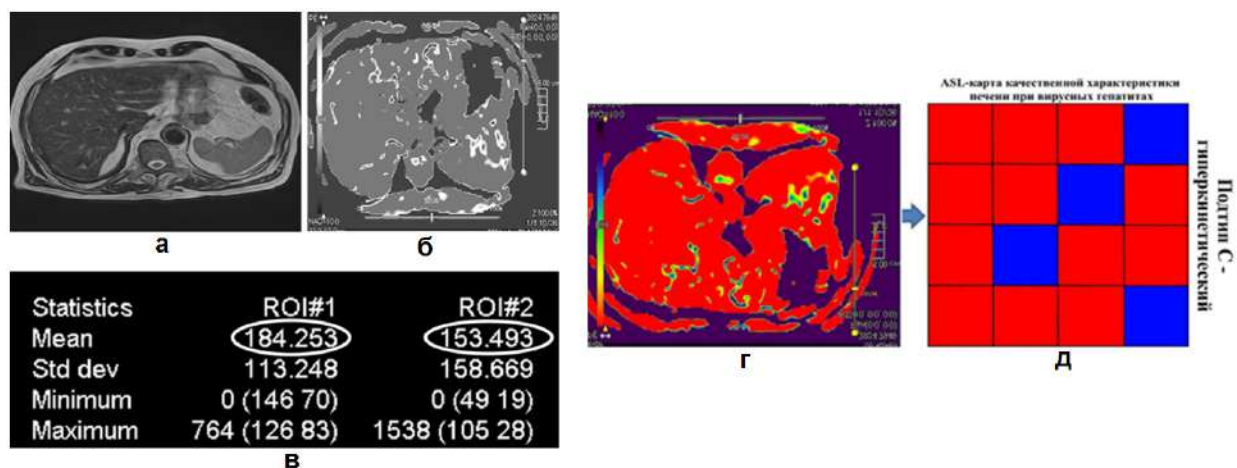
Пациент П. 53 лет, с диагнозом вирусный гепатит В+С: а – T2 ВИ, аксиальный срез; б – серая карта ASL-перфузии печени (1 – печеночная артерия, 2 – брюшной отдел аорты); в – статистическая ASL – карта, HBF=184,2 мл/100г/мин, ABF=153,4 мл/100г/мин; г – цветная карта ASL-перфузии печени (красный тип окрашивания); д- графическая ASL – шкала перфузии печени IV, подтип С (гиперкинетический)
